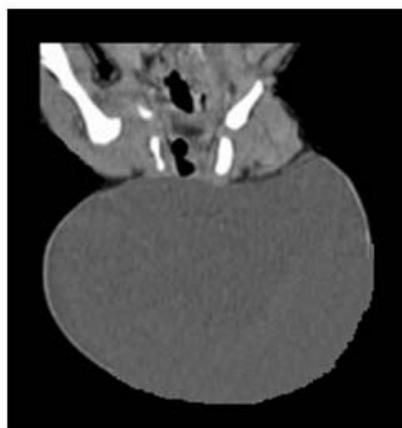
Vista del teratoma mediante TAC contrastada
